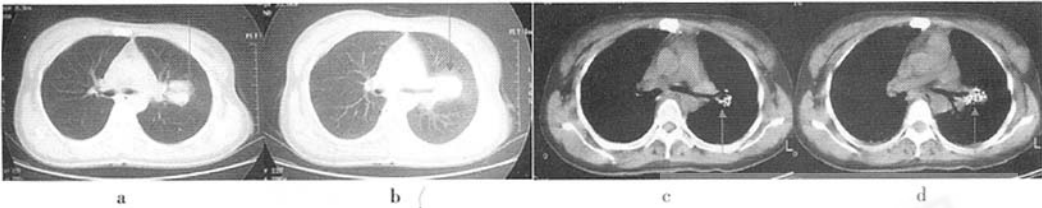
^{125}I 粒子植入治疗中心型 NSCLC 前、后 CT 影像对比(箭头)
